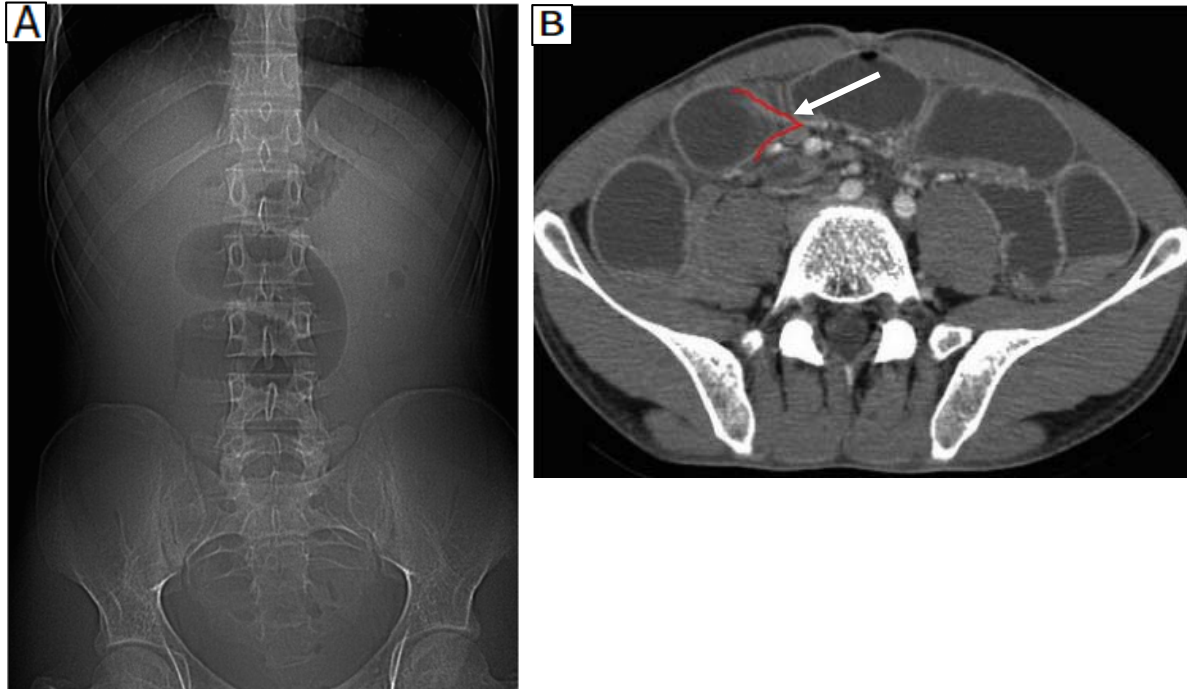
TDM abdomino-pelvienne montrant une occlusion sur bride attestée par un arrêt grélique en bec d'oiseau (flèche) orientant vers une bride primitive.
